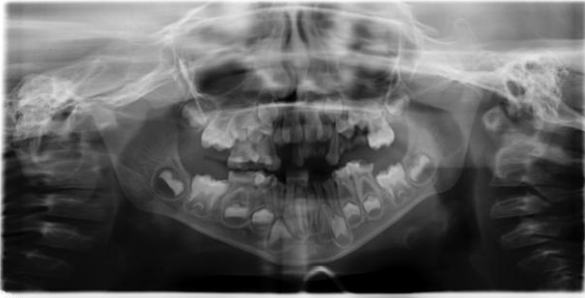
Ортопантомограма пацієнта С. 6 років. Діагноз: ДЦП. Дистальний прикус
